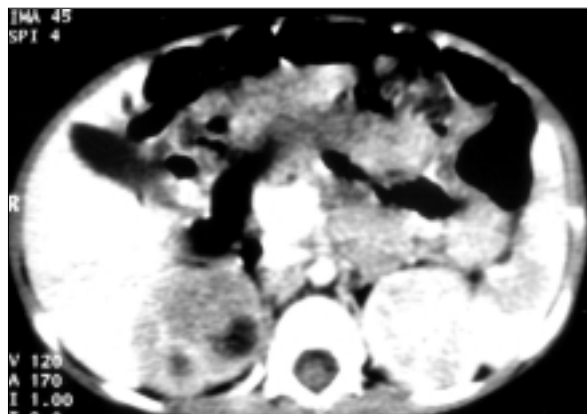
TAC de abdomen antes del tratamiento.
